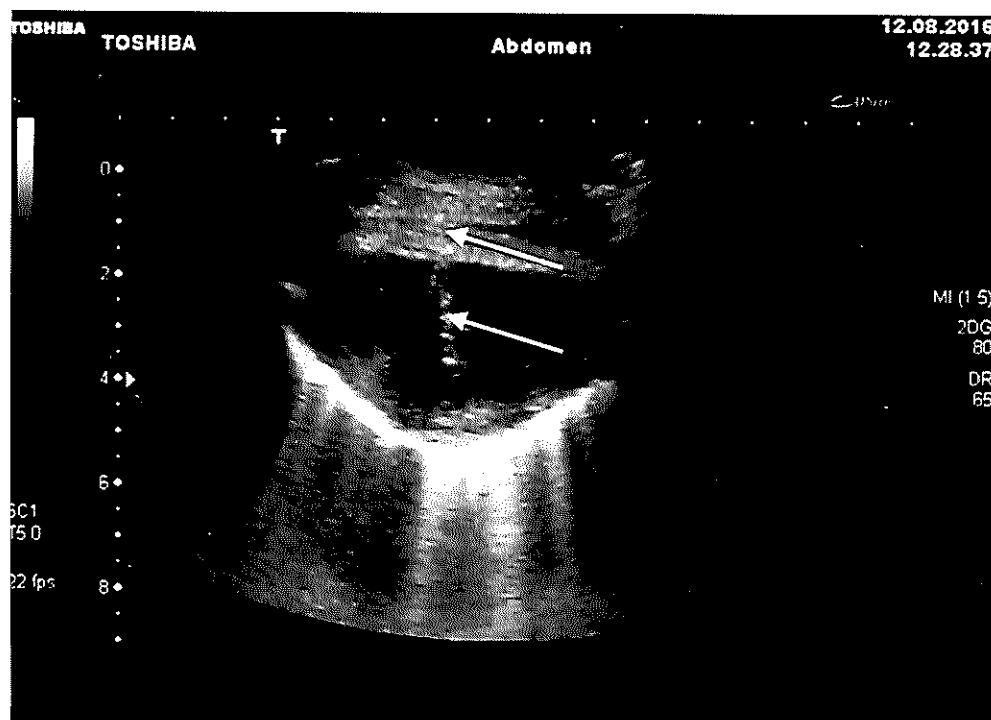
Image échographique d'une aiguille de biopsie
